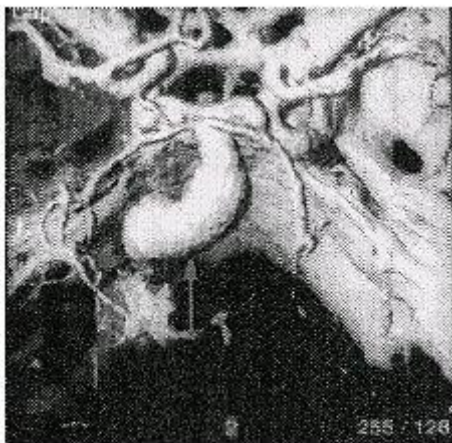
КТ ангиография - фузиформное расширение основной артерии
